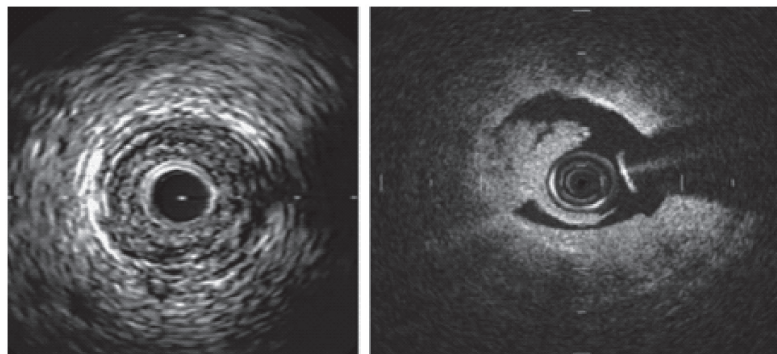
Тромб в просвете сосуда по данным ВСУЗИ и ОКТ
